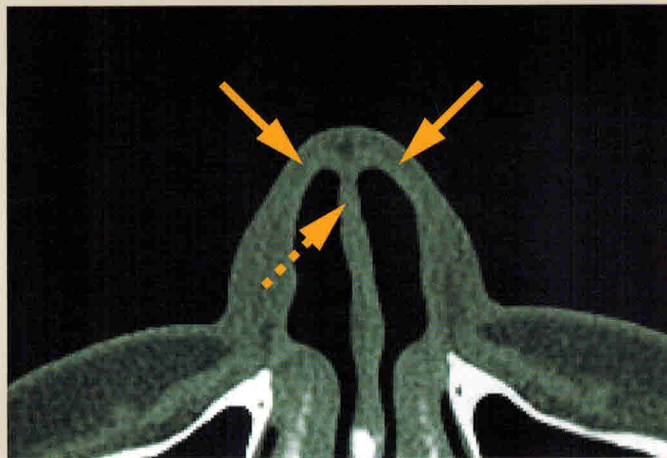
МСКТ, MPR, аксиальная и кософронтальная плоскости, мягкотканное окно. Латеральная (сплошные стрелки) и медиальная (пунктирная стрелка) ножки крыльных хрящей. Зона «мягкий треугольник» (красная стрелка).
